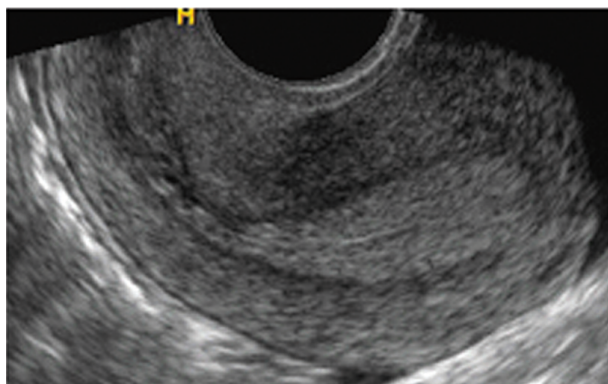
Секреторный эндометрий по данным УЗИ
